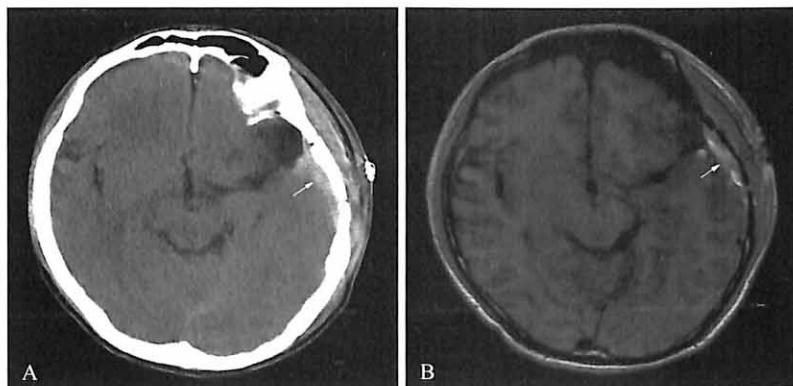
左颞极蛛网膜囊肿术后 CT(A) 与 MRI(B) 复查均示硬膜下积血(箭)
